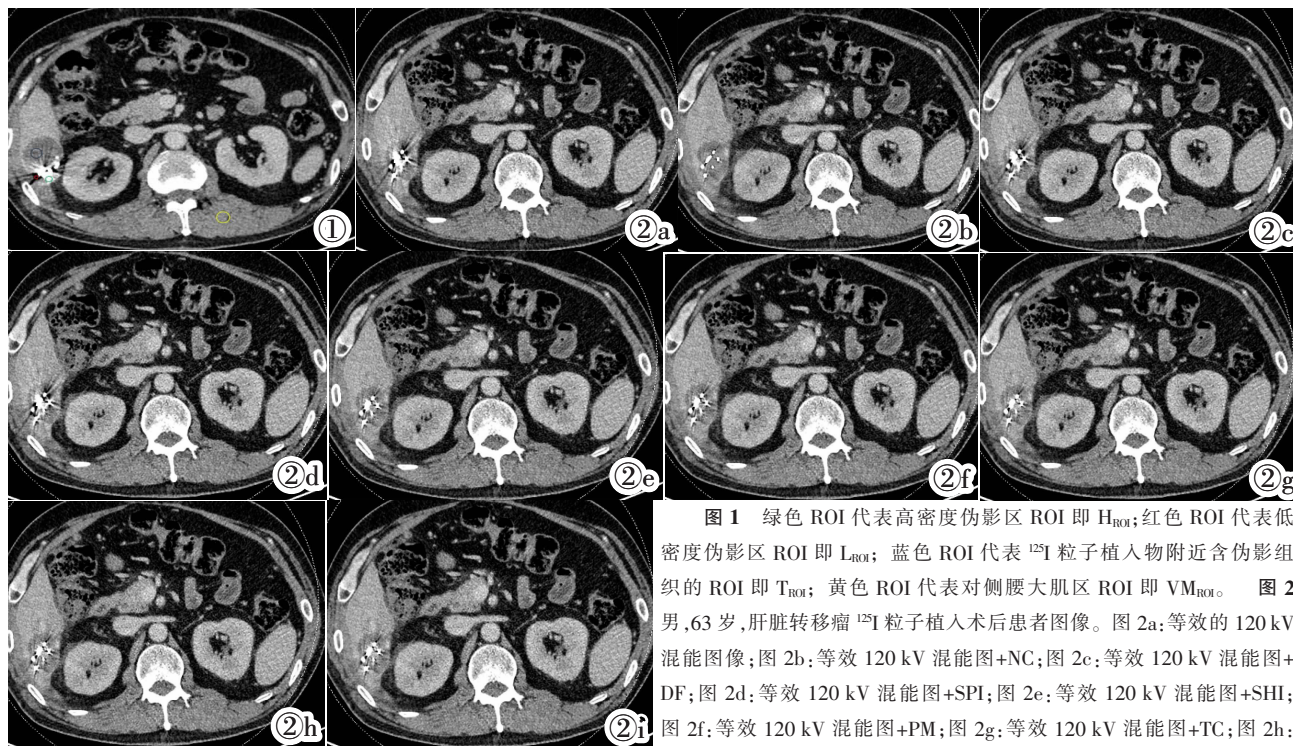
绿色 ROI 代表高密度伪影区 ROI 即 H_{ROI}; 红色 ROI 代表低密度伪影区 ROI 即 L_{ROI}; 蓝色 ROI 代表 ¹²⁵I 粒子植入物附近含伪影组织的 ROI 即 T_{ROI}; 黄色 ROI 代表对侧腰大肌区 ROI 即 VM_{ROI}。图 2 男, 63 岁, 肝脏转移瘤 ¹²⁵I 粒子植入术后患者图像。图 2a: 等效的 120 kV 混能图像; 图 2b: 等效 120 kV 混能图+NC; 图 2c: 等效 120 kV 混能图+DF; 图 2d: 等效 120 kV 混能图+SPI; 图 2e: 等效 120 kV 混能图+SHI; 图 2f: 等效 120 kV 混能图+PM; 图 2g: 等效 120 kV 混能图+TC; 图 2h: 等效 120 kV 混能图+HI; 图 2i: 等效 120 kV 混能图+EI。
